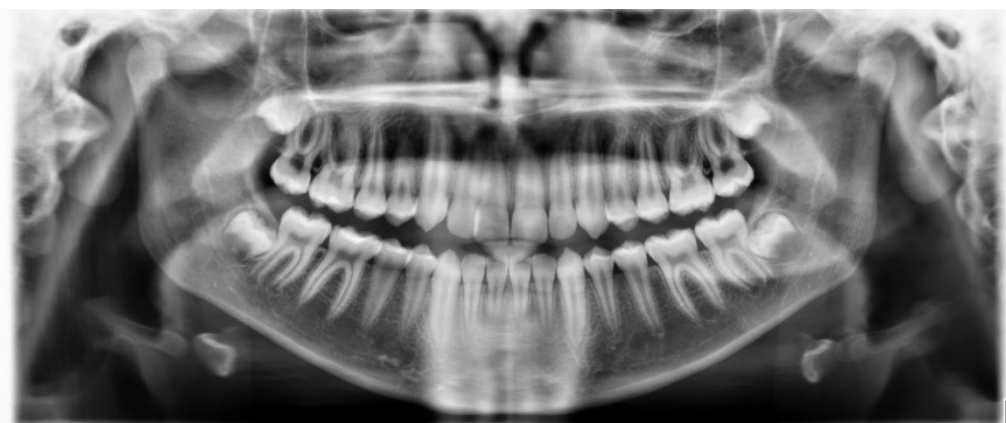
Ortopantomografia, paciente AB
